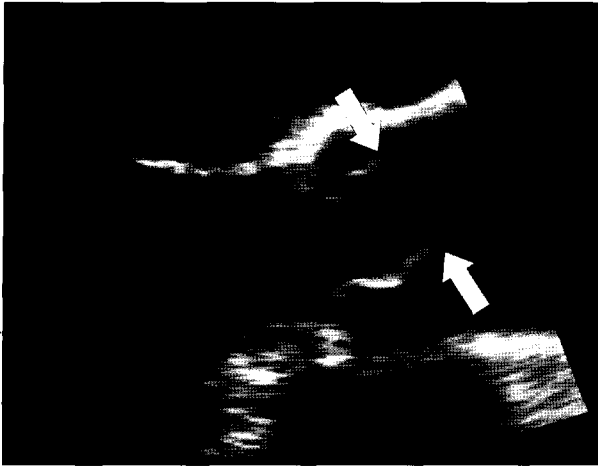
Intraoperative transesophageal echocardiography (TEE) shows a competent aortic valve with a previous undiagnosed hair-like, hypermobile masses (arrows) on the free edge of the coronary cusps.
